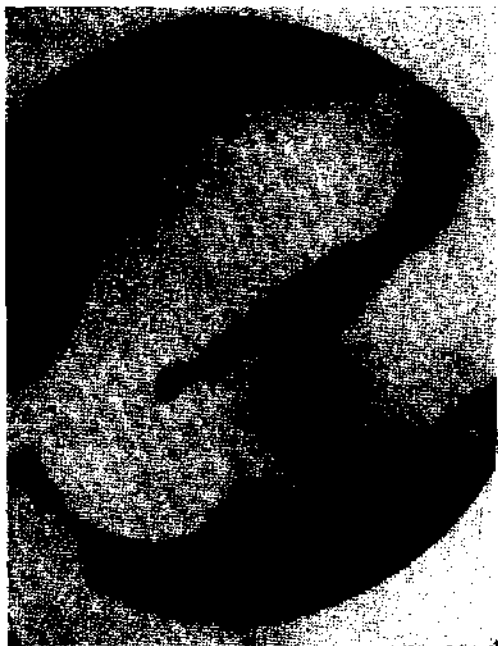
Radiografía del caso N° 1. Imagen negativa de límites precisos, redondeada, del tamaño de una guinda, muy desplazable.
